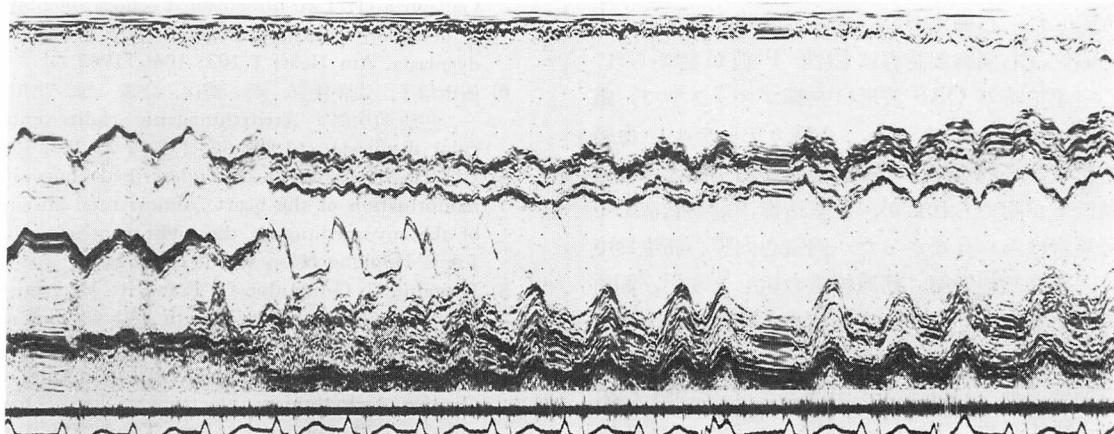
M-mode echocardiogram.
